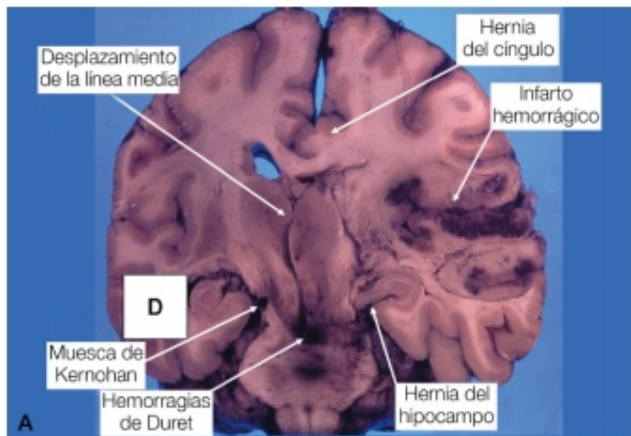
A. Infarto cerebral hemorrágico con edema, hernias y sufrimiento del tronco cerebral. B. RM en un tumor de la fosa temporal con desplazamiento de la línea media, hernias y deformación del tronco cerebral.
